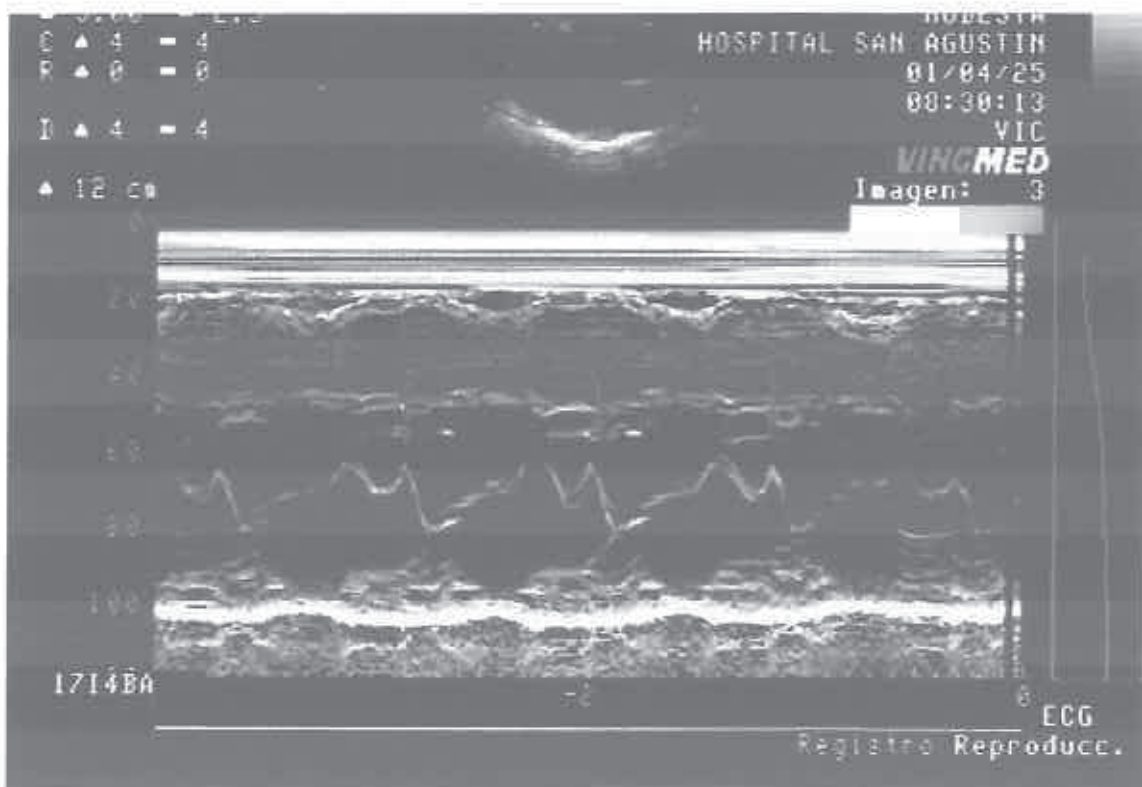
Ecocardiografía en modo-M que muestra el movimiento del velo anterior mitral en relación con la sístole auricular.
